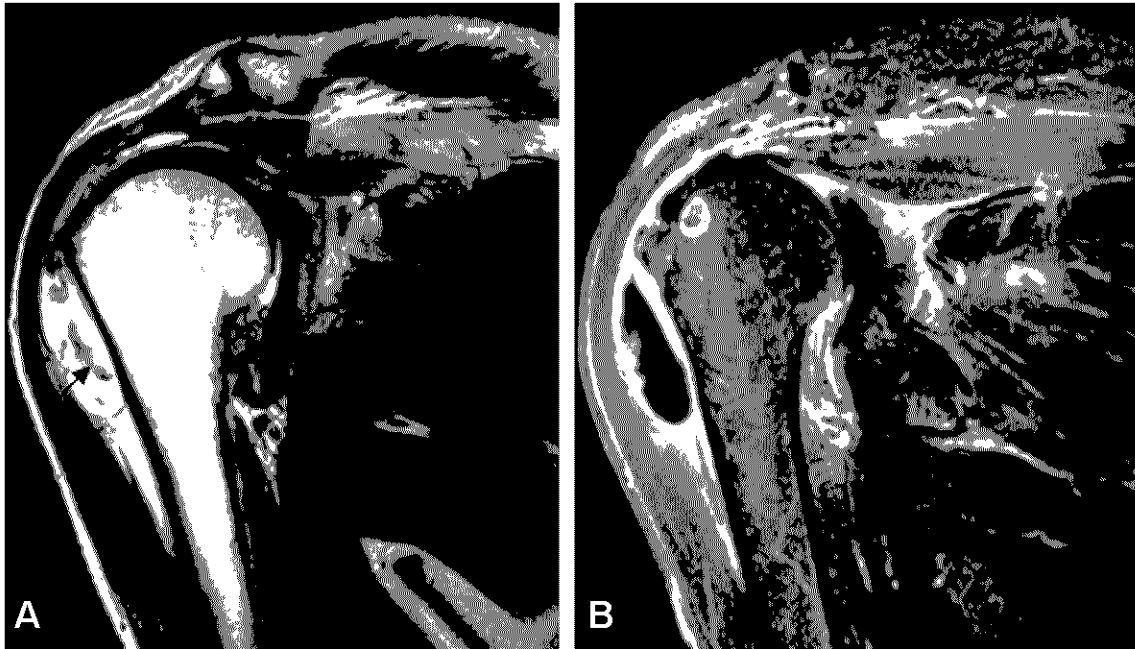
MRI finding. (A) T2 weighted oblique-coronal image demonstrates thickened low signal intensity of synovium in the subdeltoid bursa(arrow). Associated full thickness rotator cuff tear are also seen. (B) Nodular synovial thickening and enhancement is noted on the Gd-enhanced T1 weighted image.
